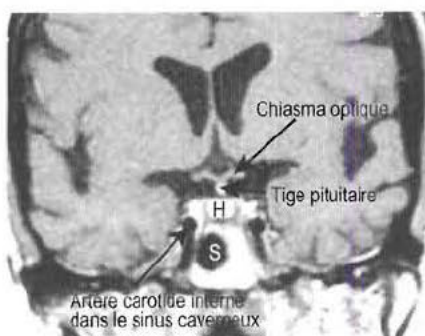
IRM normale : coupe coronale en séquence T1 après injection de gadolinium. H : hypophyse ; S : sinus sphénoïdal (rempli d'air).
